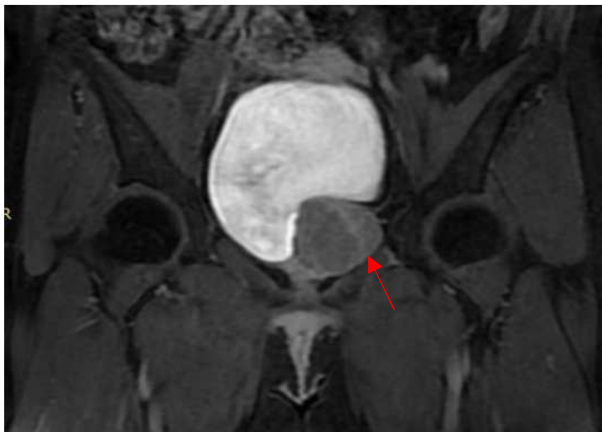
Resonancia magnética que evidencia tumoración paravesical.
